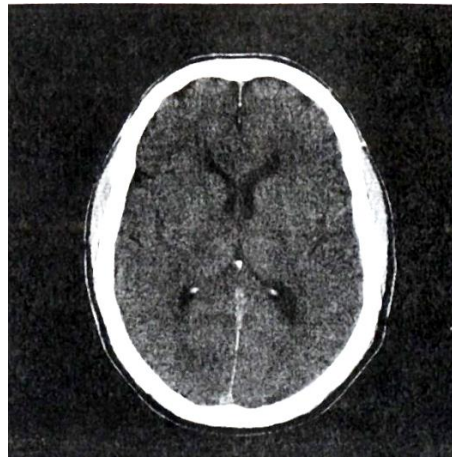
Imagen CT de un paciente mostrando los detalles en una sección transversal a través de la cabeza (cerebro) [6].
